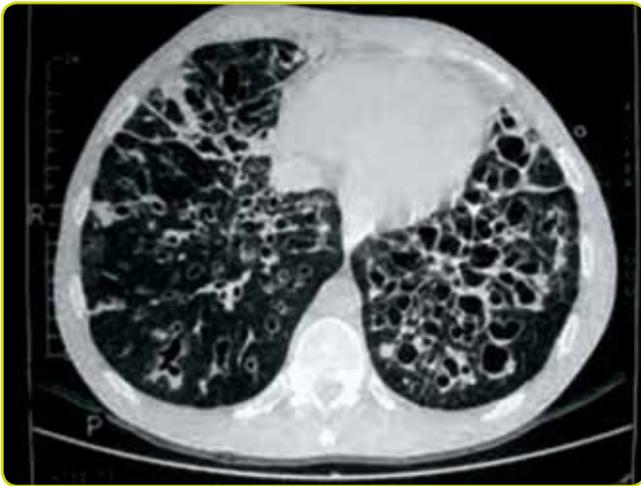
Bronquiectasias en un corte de CT de alta resolución.
